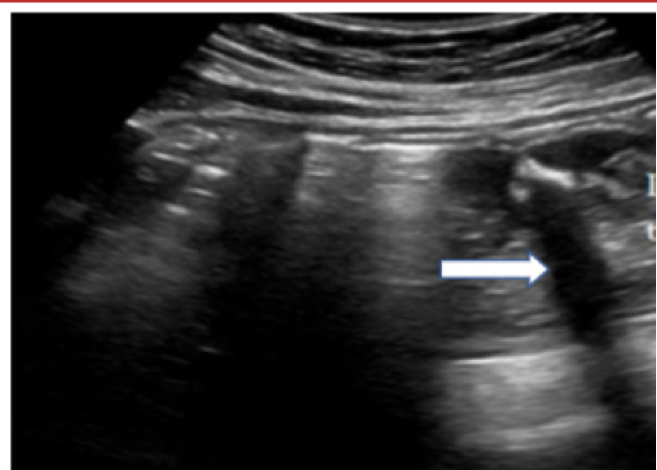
contrôle échographique de la sonde gastrique. La point de la sonde apparaît comme une image hyperéchogène à cône d'ombre postérieur.
